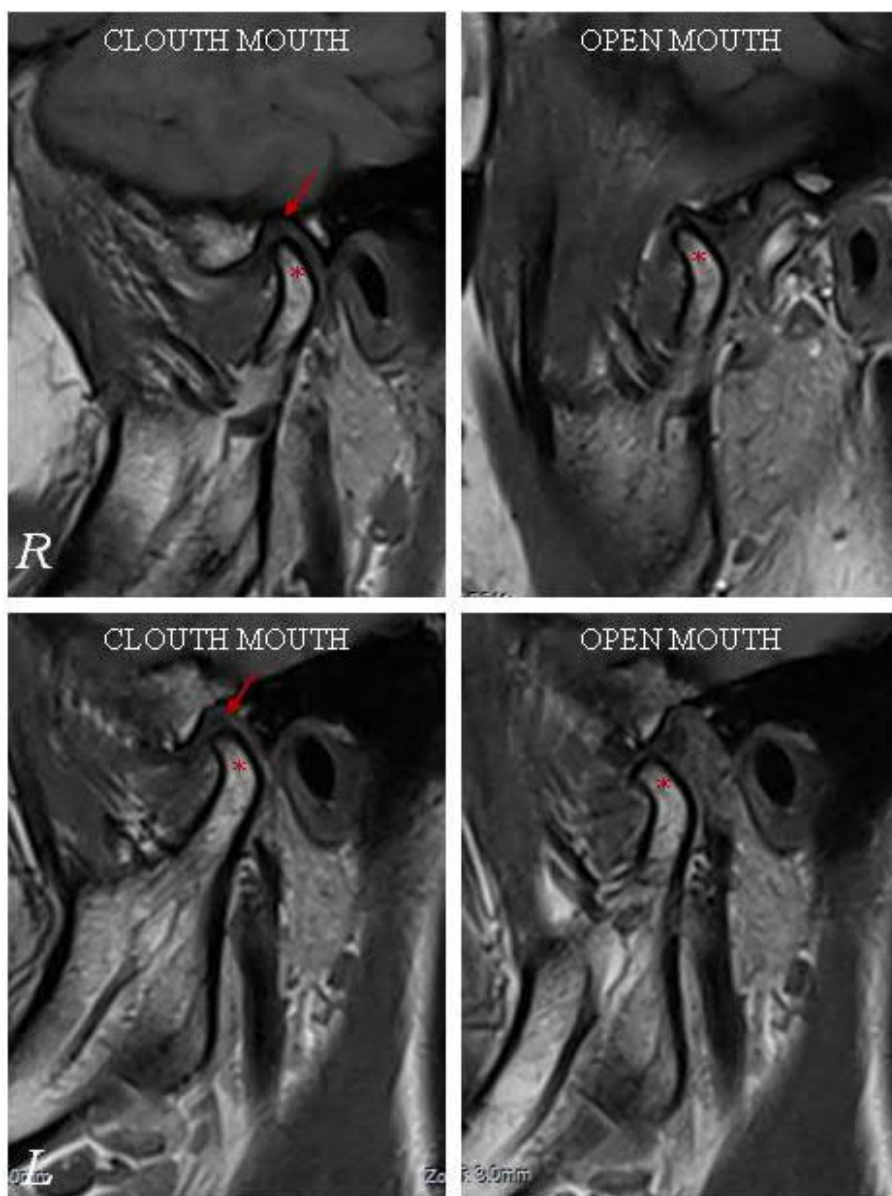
МРТ СНЩС пацієнтки Б. 34 р., іст. хв. № 18.
